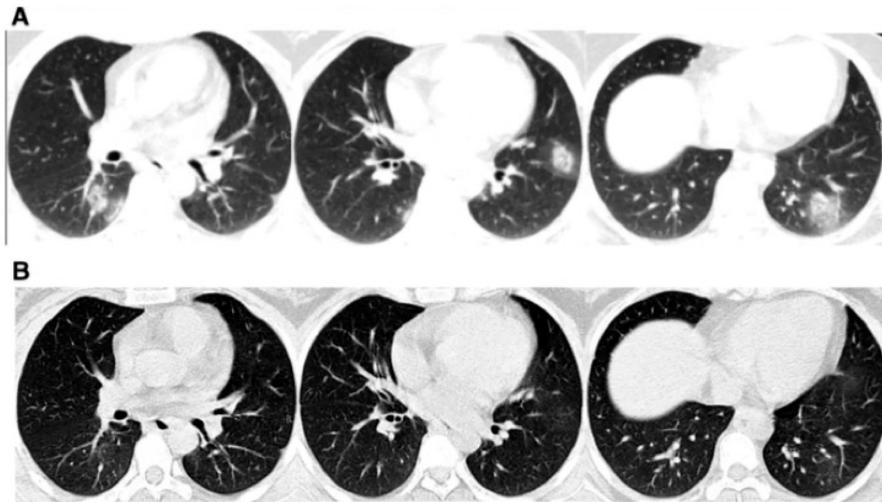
Fase de disipación. (A) Imagen tomada 4 días después del inicio de los síntomas que demuestra lesiones nodulares y en patrón de vidrio despolido en ambos pulmones. (B) Tomografía del día 12 después del inicio de los síntomas que demuestra reabsorción de la mayor parte de las lesiones pulmonares.
